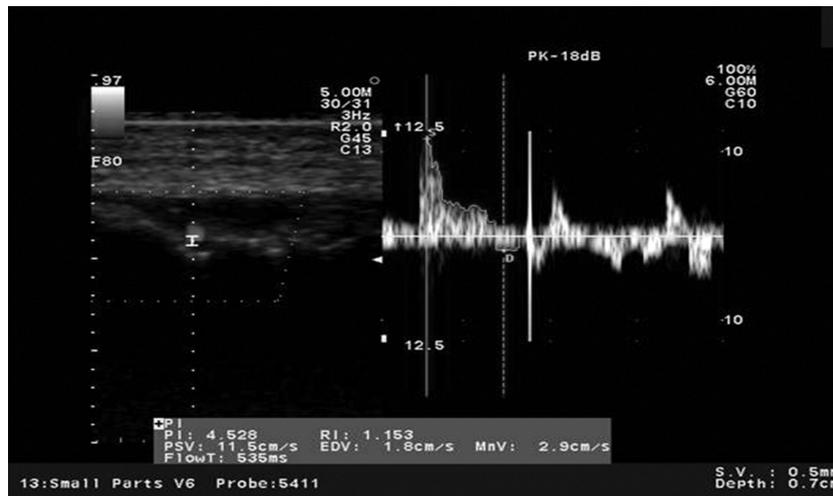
Imagen del ultrasonido con doppler donde se aprecia el patrón de flujo de líquido hacia el interior de la cavidad en región frontal.
